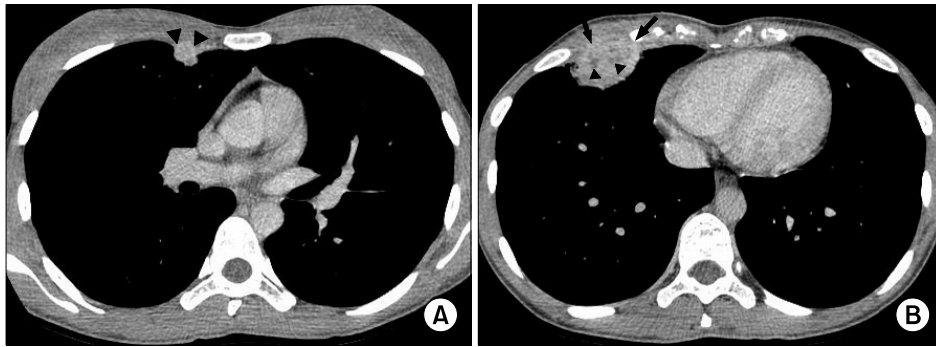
(A) CT scan after intravenous contrast administration at the level of the bronchus intermedius shows an enhancing subpleural nodule (arrowheads) with internal low attenuation in the anterior segment of right upper lobe. (B) CT scan after intravenous contrast administration at the level of left ventricle shows an enhancing subpleural nodule (arrows) with pleural thickening and internal low attenuation (arrowheads).
